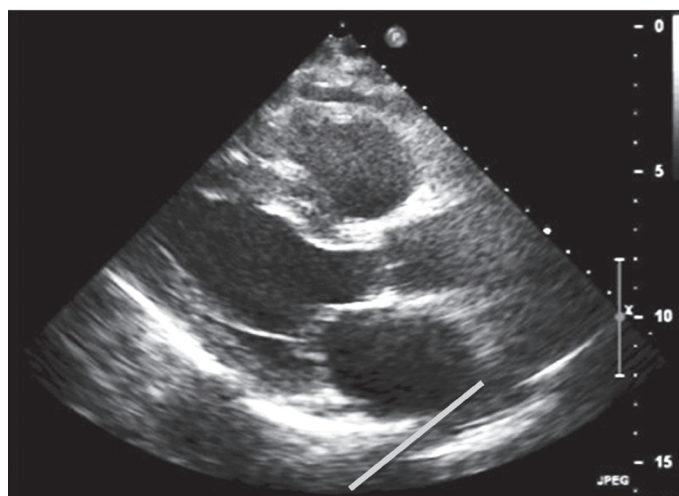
Ecocardiografía transtorácica inicial con dilatación ventricular
